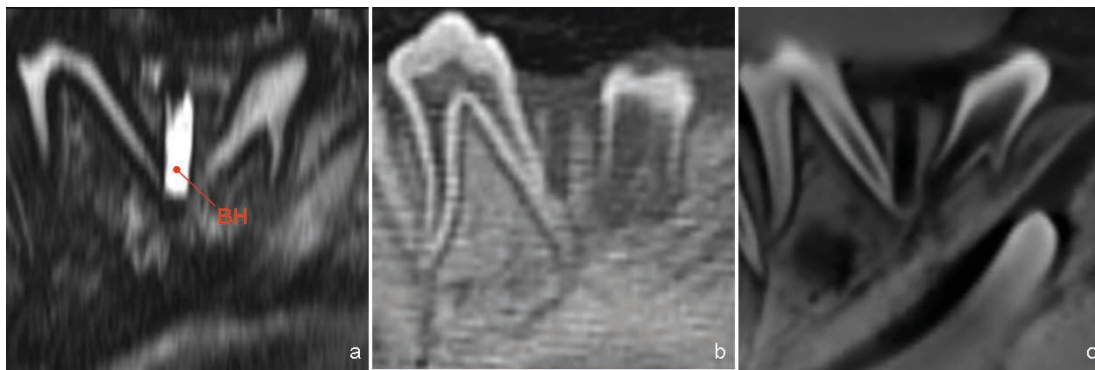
Ricostruzioni sagittali delle immagini RM T2 pesate (a), MDCT (b) e CBCT (c) passanti per un difetto osseo (BH) ottenuto con trapano dentario. (Gaudino C et al. Eur Radiol (2011) 21;2575-2583)
